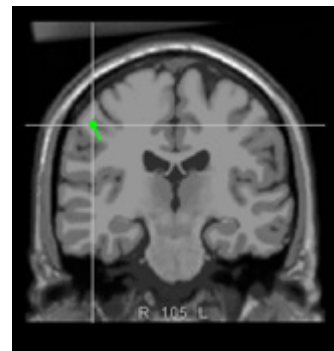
Recalage du dipôle dans l'IRM anatomique d'un patient
